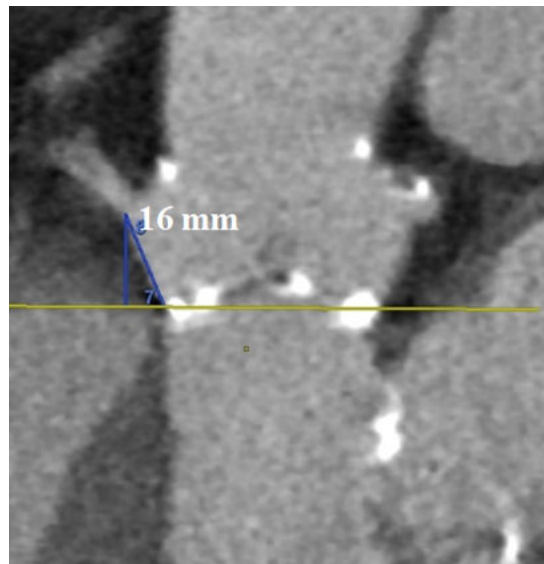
TDM : Mesure de la longueur du septum membraneux.<sup>114</sup>
